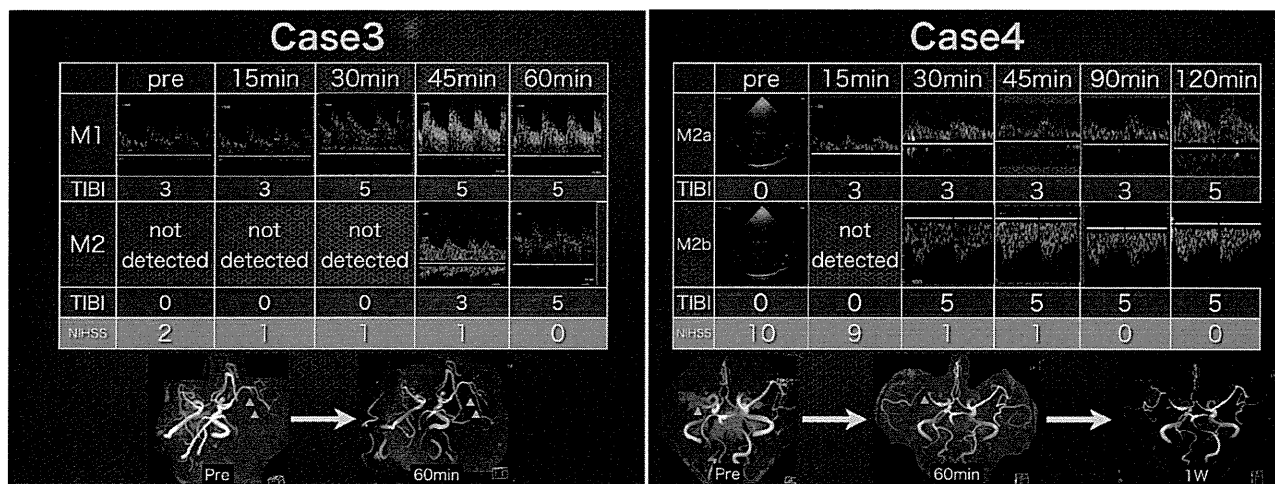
Angiographic information of patients with very early recanalization (see also case 3 and case 4 on table). Upper table is sonogram of residual flow and NIHSS at each examination point. Lower pictures are MRA before and after tPA therapy. Case 3 was M2 occlusion and case 4 with proximal MCA occlusion had insufficient acoustic window, but we could monitor residual flow at M2. Case 3 had very early complete recanalization within 30 min after the t-PA bolus. In case 4, one of M2 (M2a) was partial at 30 min, and another M2 (M2b) was complete at 30 min. MRA findings of these cases were consistent with diagnosis of TCCS.
